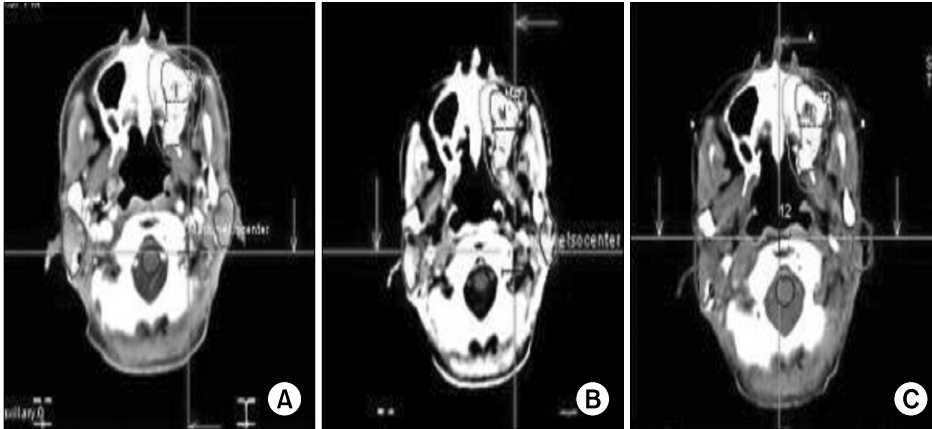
The image of blending image. The images show the change of parotid gland volume (Inferior both contour of Pt's right and Parotid gland), (A) Initial CT image, (B) 3 week images after treatment, (C) 6 weeks image after treatment.
